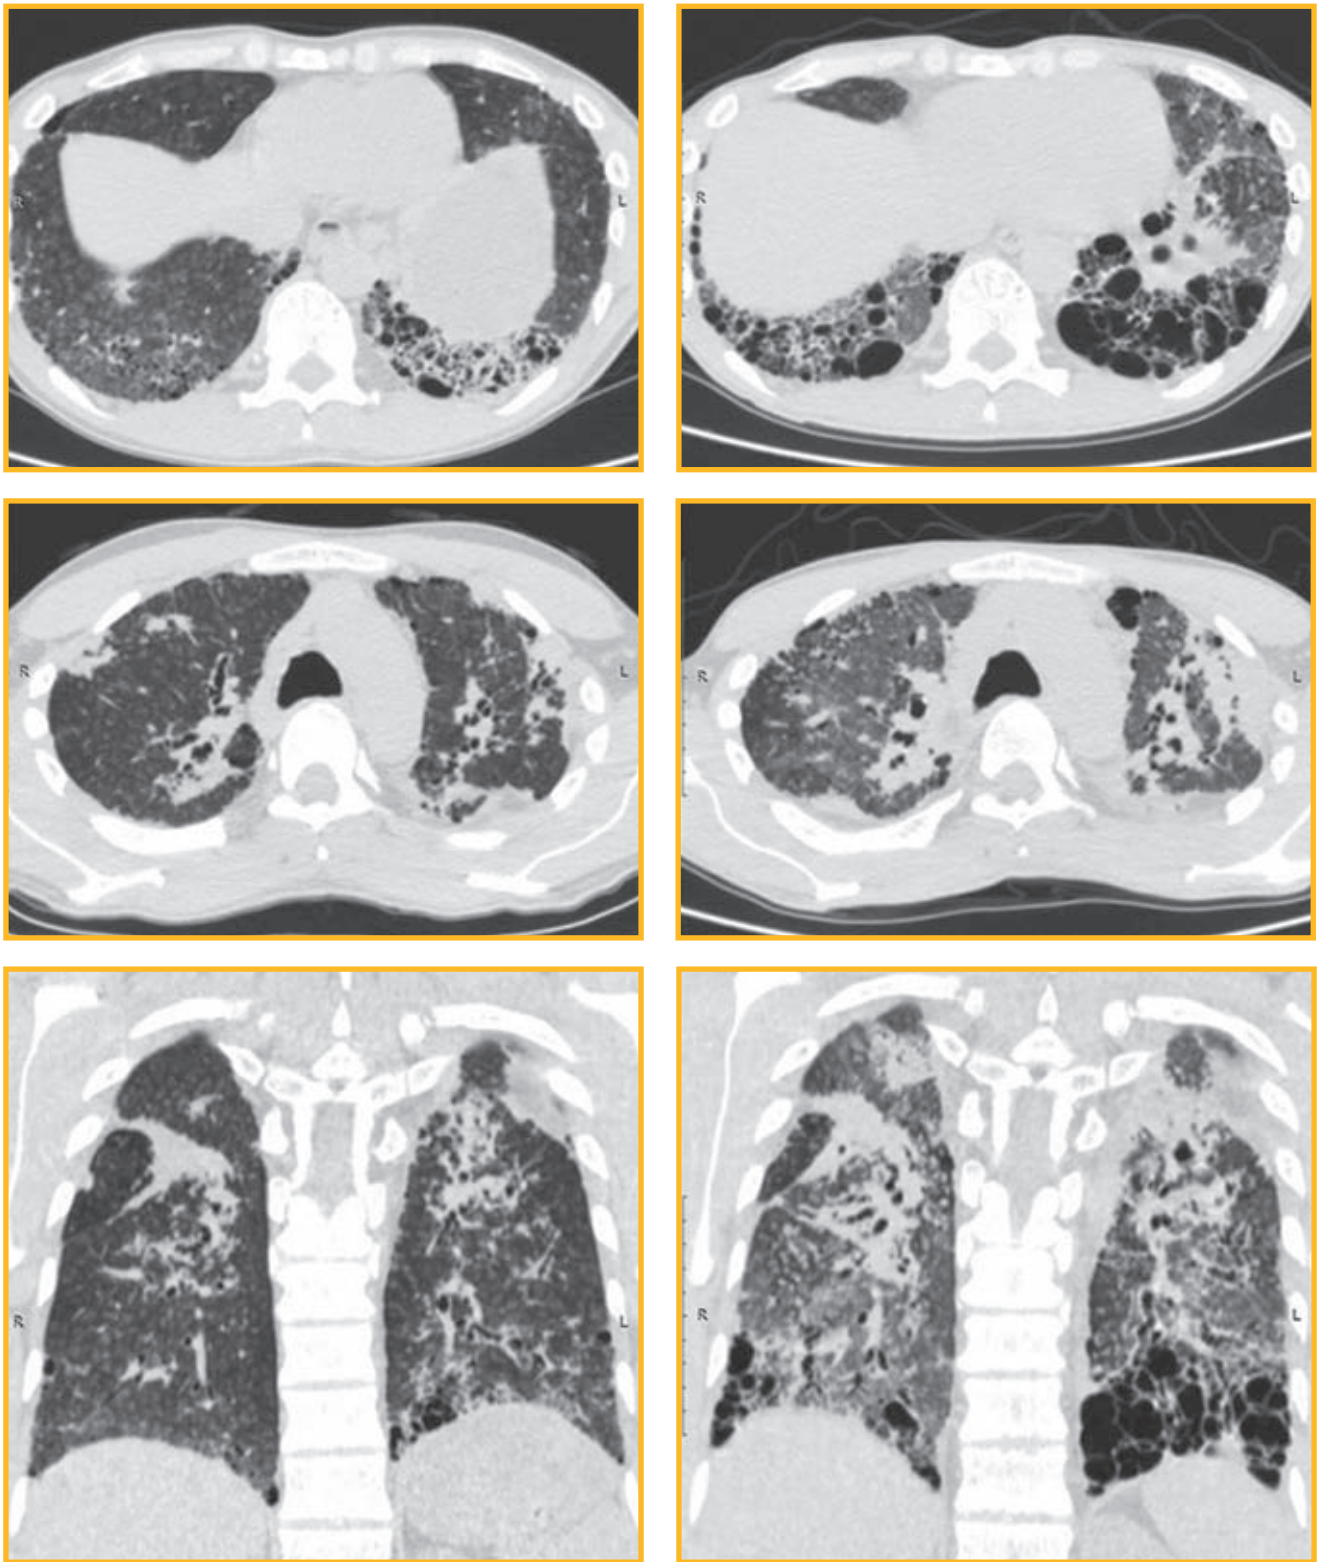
Мультиспиральная компьютерная томограмма пациента Н. (аксиальные и коронарные сканы) от 10.09.20 (слева) и 21.10.22 (справа). В заднебазальных отделах обоих легких отмечаются участки кистозной трансформации легочной паренхимы по типу «сотового легкого», множественные тонкостенные кисты различного калибра. Множественные плевропульмональные спайки. В субплевральных отделах обоих легких, а также перибронхиально отмечаются участки уплотнения по типу консолидации, более вероятно, за счет пневмофиброза. В верхних и средних отделах легких визуализируются участки субплеврального и перибронхиального пневмофиброза, в нижних отделах легких — участки кистозной трансформации. Деформация просветов бронхов. Пневматизация легочной паренхимы диффузно снижена. В динамике отмечается прогрессирование изменений в легких
